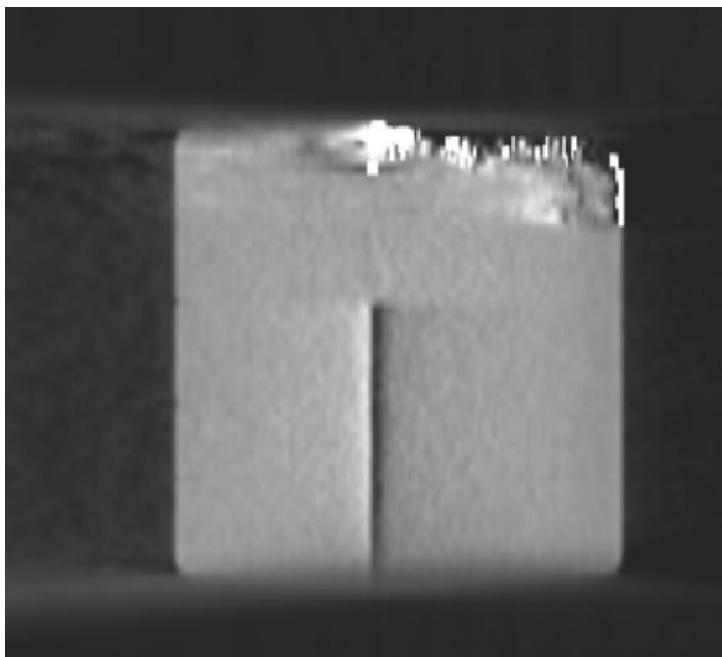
Provera pozicioniranja/repozicioniranja CBCT imidžinga
